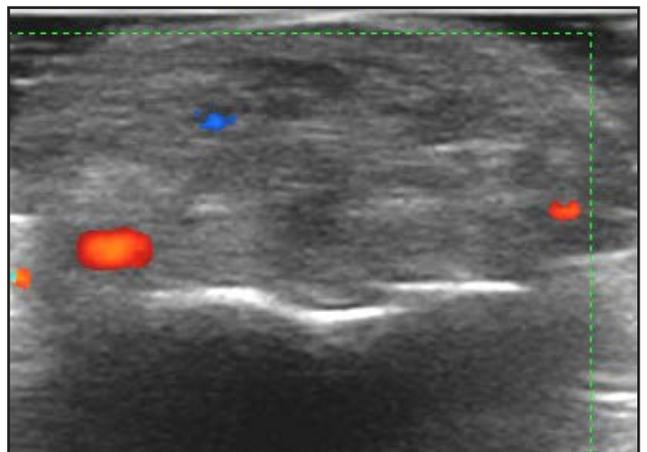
Doppler color: aumento de la vascularización en el tumor.
